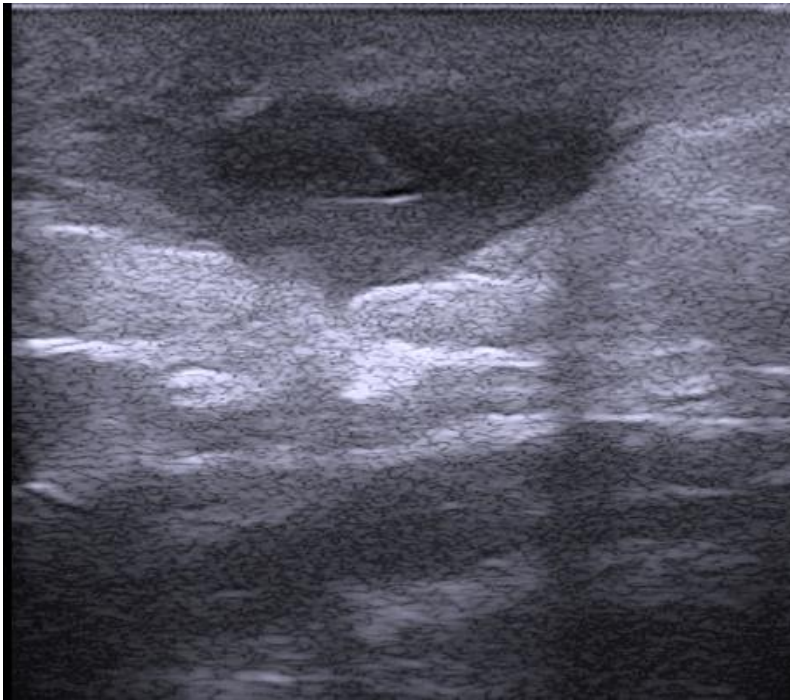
Presentazione ultrasonografica di una raccolta fluida ascessuale. Nel contesto del derma e ipoderma si apprezza una formazione ipo-anecogena a margini irregolari con tendenza espansiva nel sottocute, con all'interno un frammento follicolare ritenuto. Si apprezza inoltre l'edema dei tessuti perilesionali, caratteristico per l'opacizzazione delle caratteristiche morfologiche dell'area affetta (che appare sfuocata) e per il colore ipoecogeno omogeneo.
